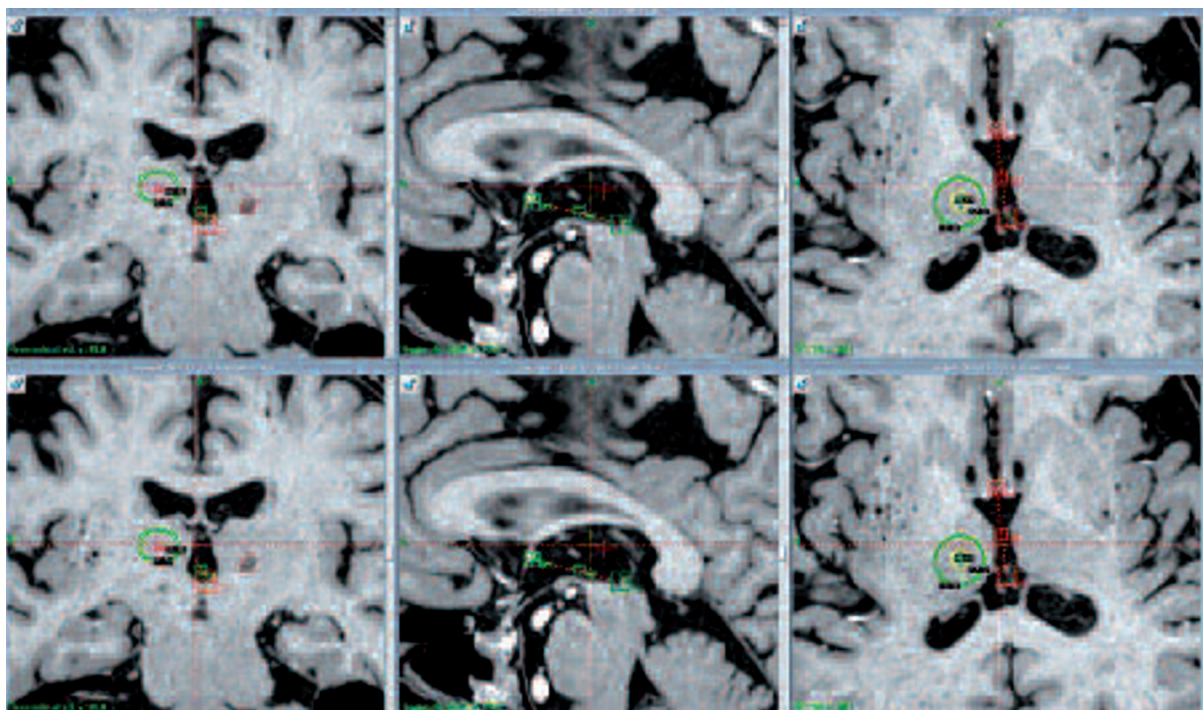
Badanie rezonansu magnetycznego mózgu w obrazach T2-zależnych w płaszczyznach czołowej, poprzecznej i strzałkowej z uwidocznieniem trajektorii stereotaktycznej od punktu wejścia (*entry point*) do celu stereotaktycznego (*stereotactic target*) – jądra brzuszego pośredniego wzgórza – w leczeniu drżenia samoistnego i drżenia parkinsonowskiego. Cel stereotaktyczny określany jest w programie neuronawigacji w stosunku do środka linii międzyspoidłowej łączącej spoidło przednie (*anterior commissure* – AC) ze spoidłem tylnym (*posterior commissure* – PC). Prześledzenie trajektorii stereotaktycznej przed wprowadzeniem elektrody stymulująco-uszkodzającej w przypadku talamotomii lub elektrody do głębokiej stymulacji mózgu w przypadku stymulacji wzgórza zmniejsza ryzyko powikłań operacji stereotaktycznej
